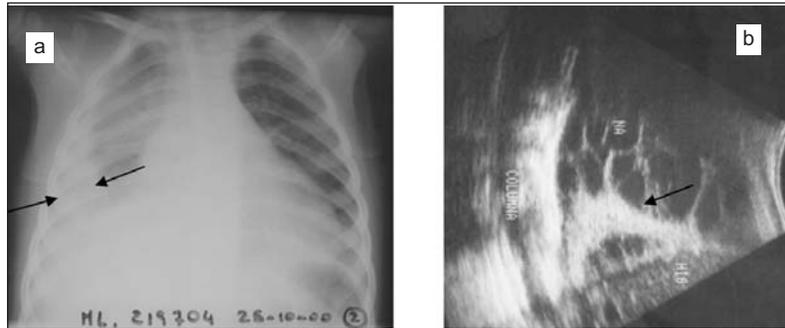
a) Radiografía de tórax. Paciente con peso corporal mayor a 10 kg y efusión paraneumónica mayor de 10 mm de espesor a nivel del quinto espacio intercostal. b) Ultrasonografía pleural. Derrame con múltiples tabicaciones (flecha).
